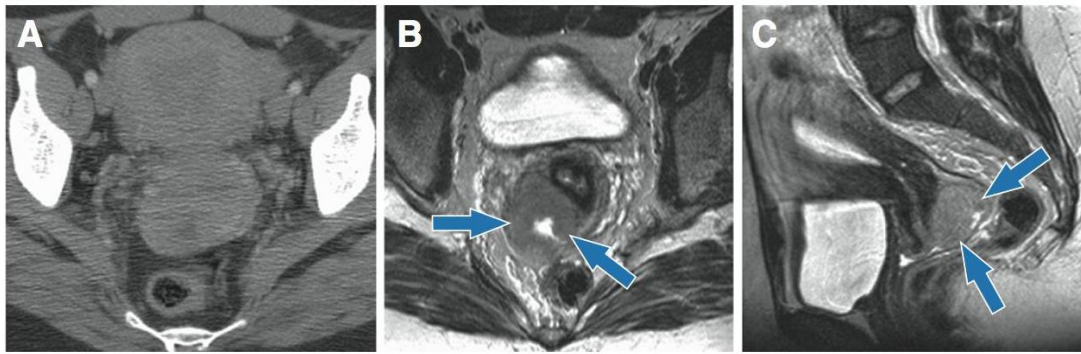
Valoración del tamaño e infiltración tumoral mediante RMN comparado con TC (29).
